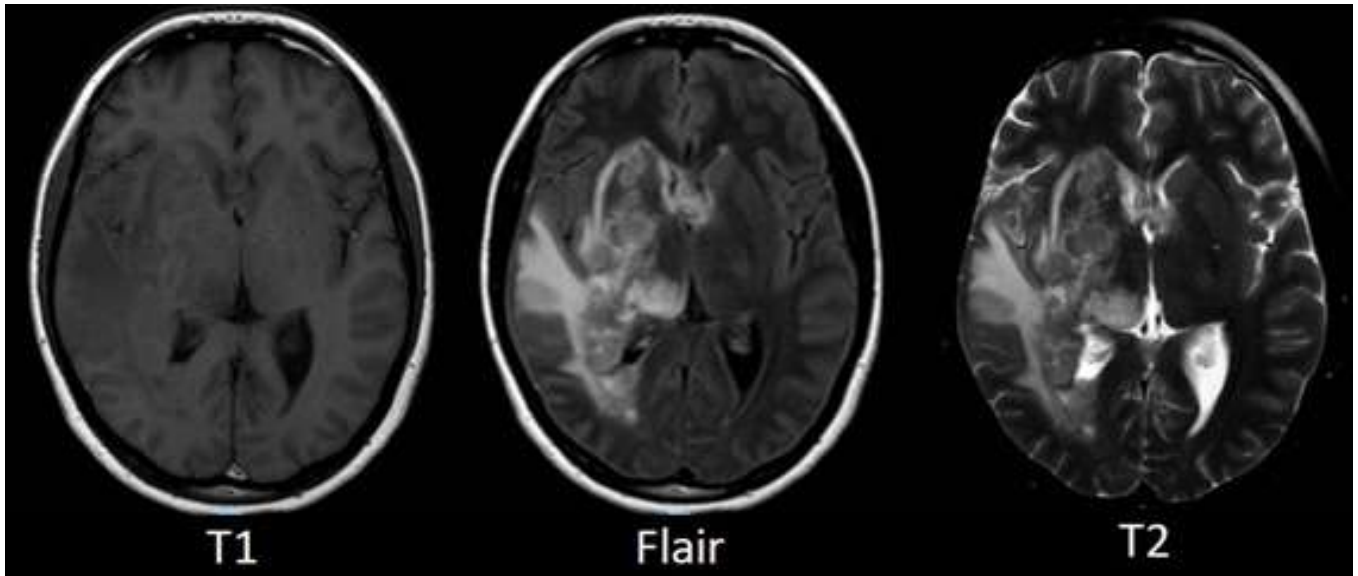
Ressonância nuclear magnética.
